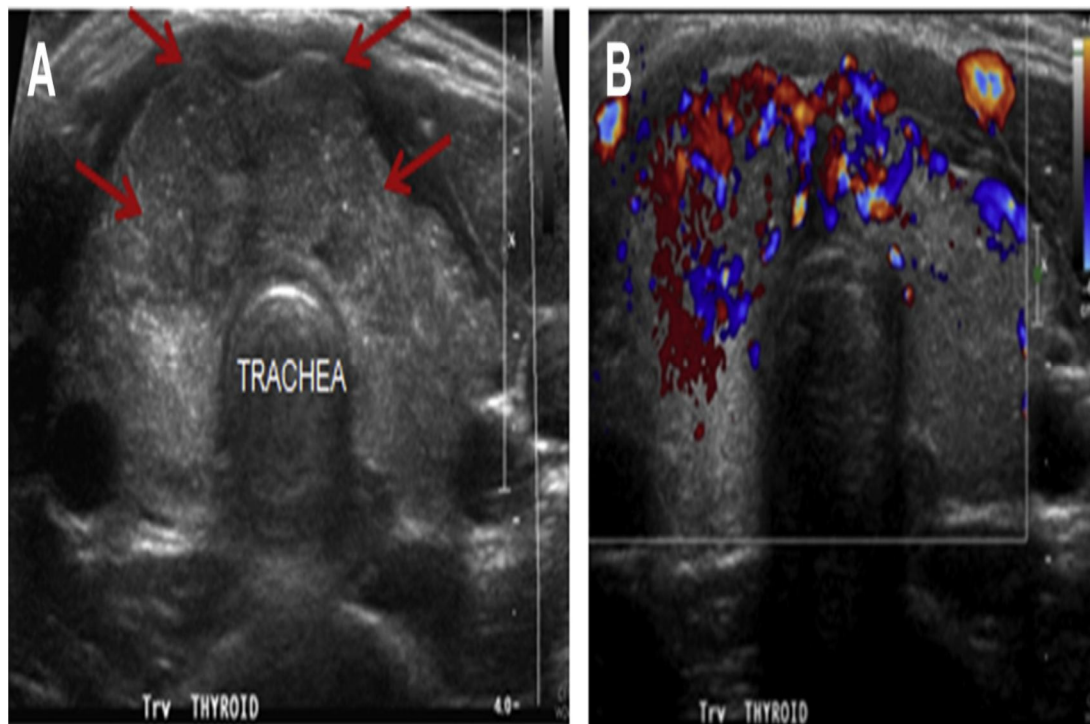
Echographie cervicale (A) couplée au Doppler (B)
